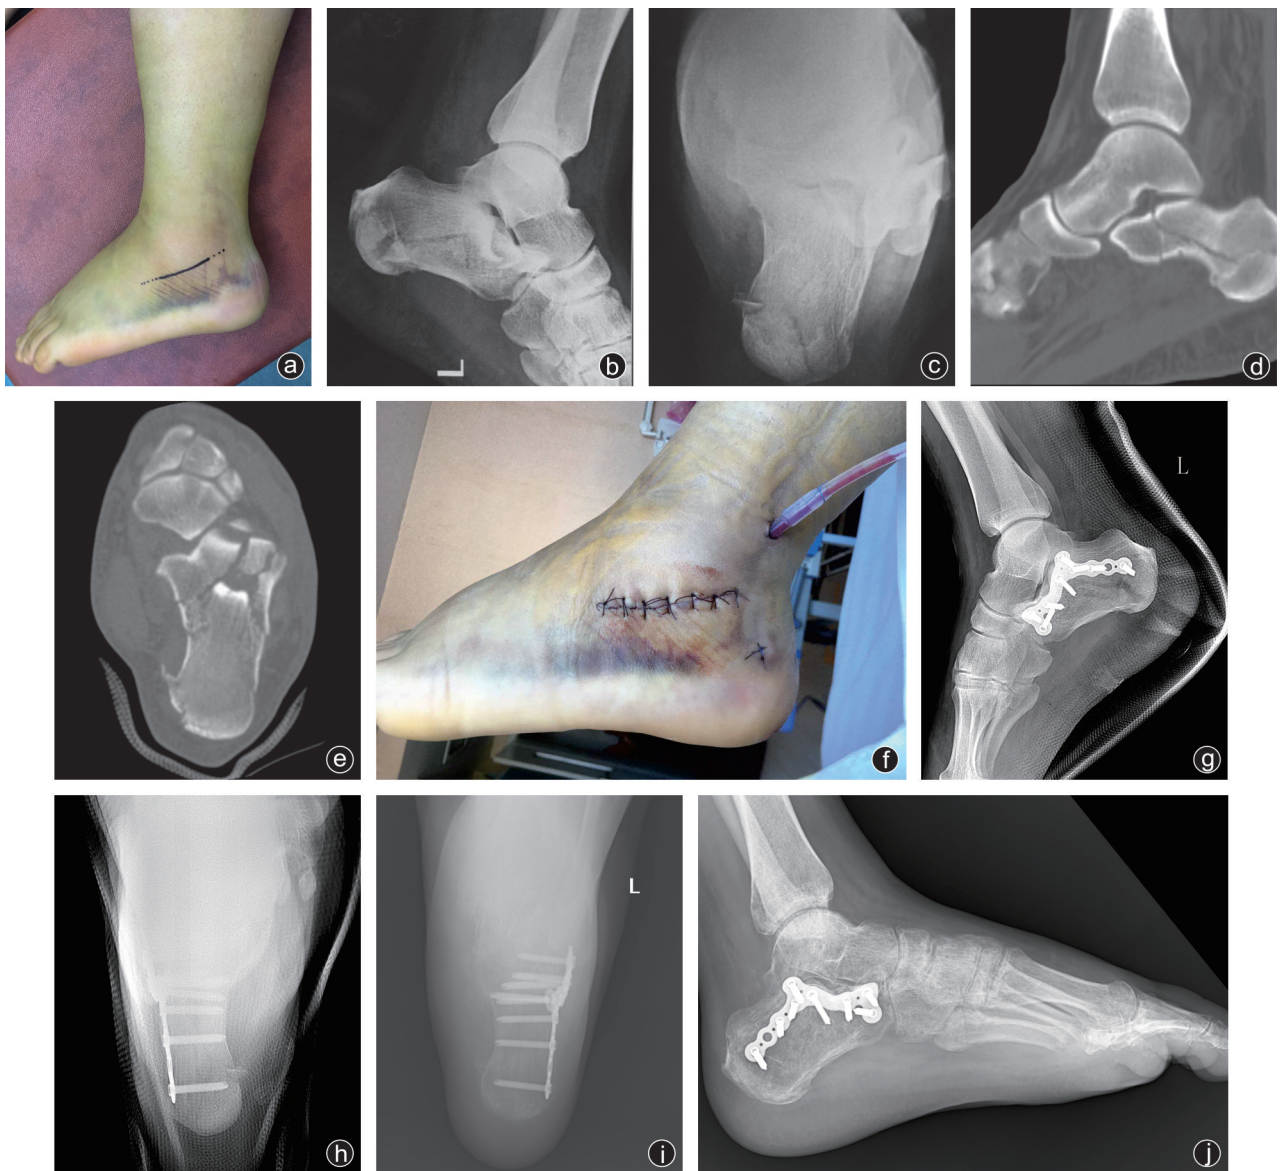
病人,男,30岁,高处坠落伤 a:病人术前外观;b-e:术前X线及CT检查提示关节内骨折;f:术后外观;g-j:病人术后首次及末次随访,Gissane角与Böhler角恢复正常
